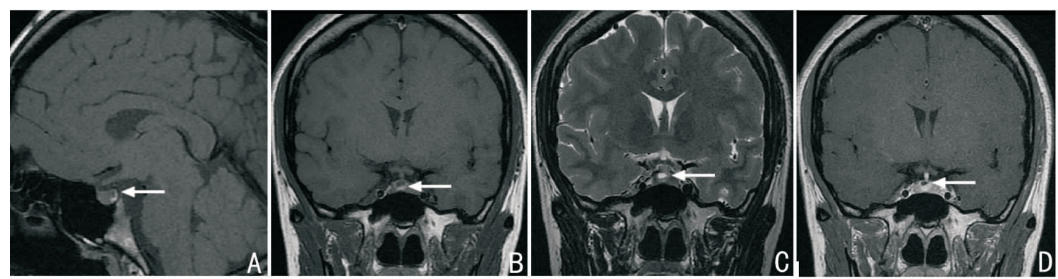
Rathke 囊肿患儿的典型头颅 MRI 图像 A:矢状位 T1WI 序列呈低信号灶(箭头所示);B:冠状位 T1WI 序列呈低信号灶(箭头所示);C:冠状位 T2WI 序列呈高信号灶(箭头所示);D:冠状位增强扫描见病灶囊壁呈环状强化(箭头所示),囊液无强化。
